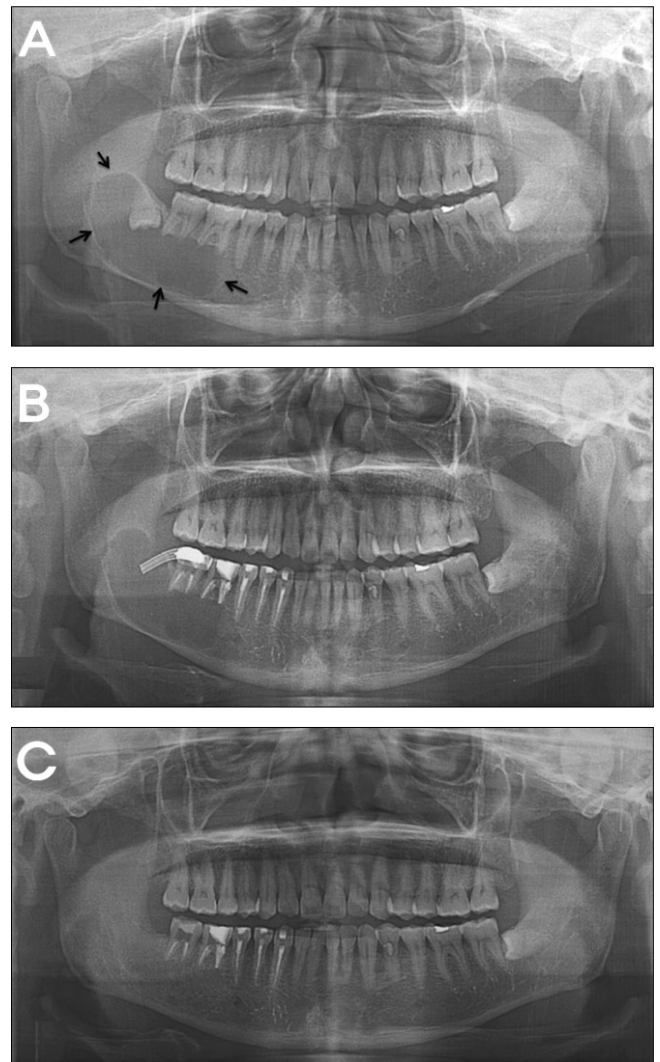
Panoramic X-rays of case 1.
